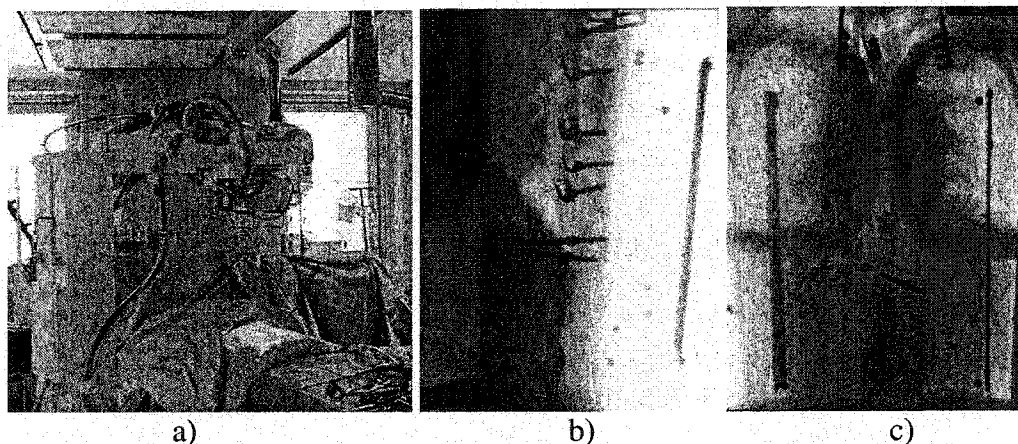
Configuration intra-opératoire de prise des radiographies et images radiographiques pré-instrumentation postéro-antérieure et latérale d'un patient
